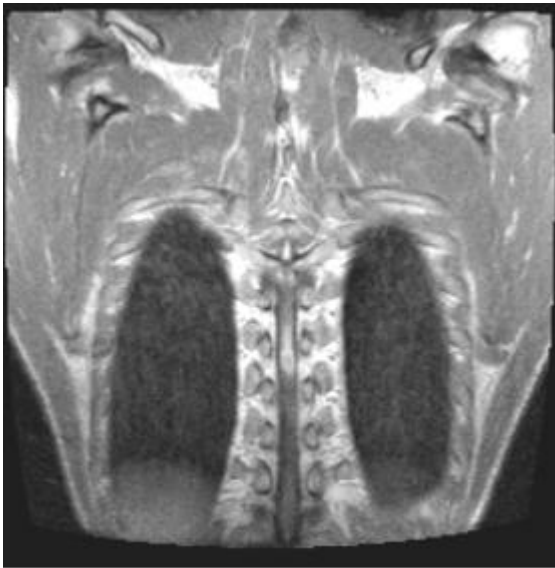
IRM dorsal coupe coronale T1 montrant un rehaussement annulaire d'un tuberculome intra médullaire après injection de produit de contraste en D7.
